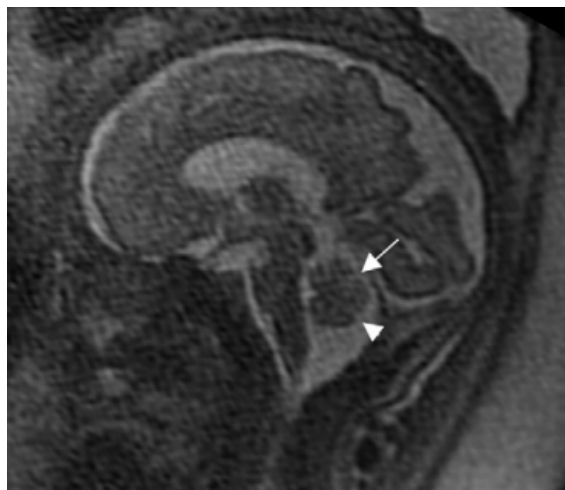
IRM en séquence T2 sagittale d'un fœtus à 36 SA. Fissure primaire (flèche) ; fissure secondaire (tête de flèche) [6].
